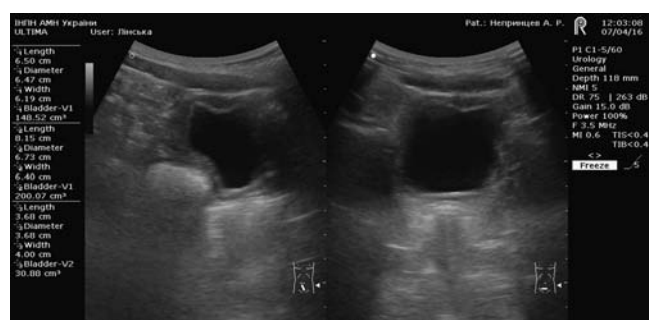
Результат ультразвукового дослідження пацієнта Артура Н. 2009 г. р. після опорожнення мочевого пузиря
